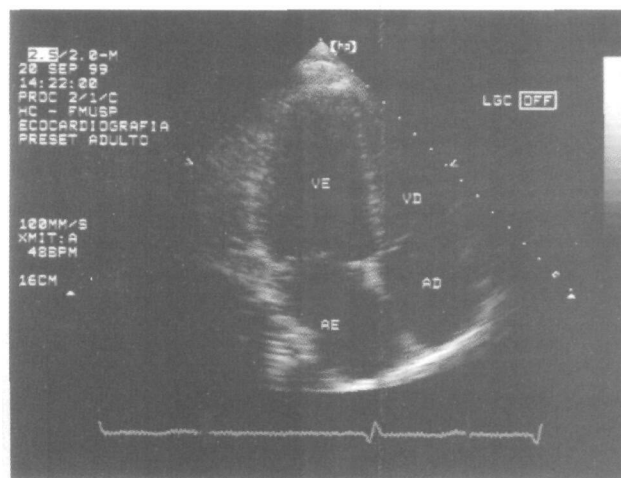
Ecocardiograma bidimensional, acesso apical, corte quatro câmaras do ventrículo esquerdo de um indivíduo obeso "sadio".
